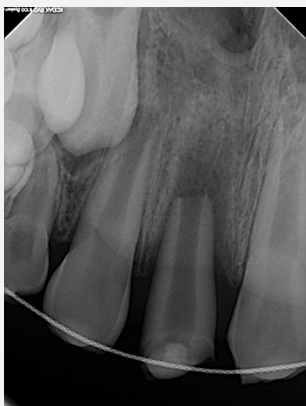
Radiographic view of the tooth 2 weeks after surgery. Bone filling was observed around the radiolucent area.
